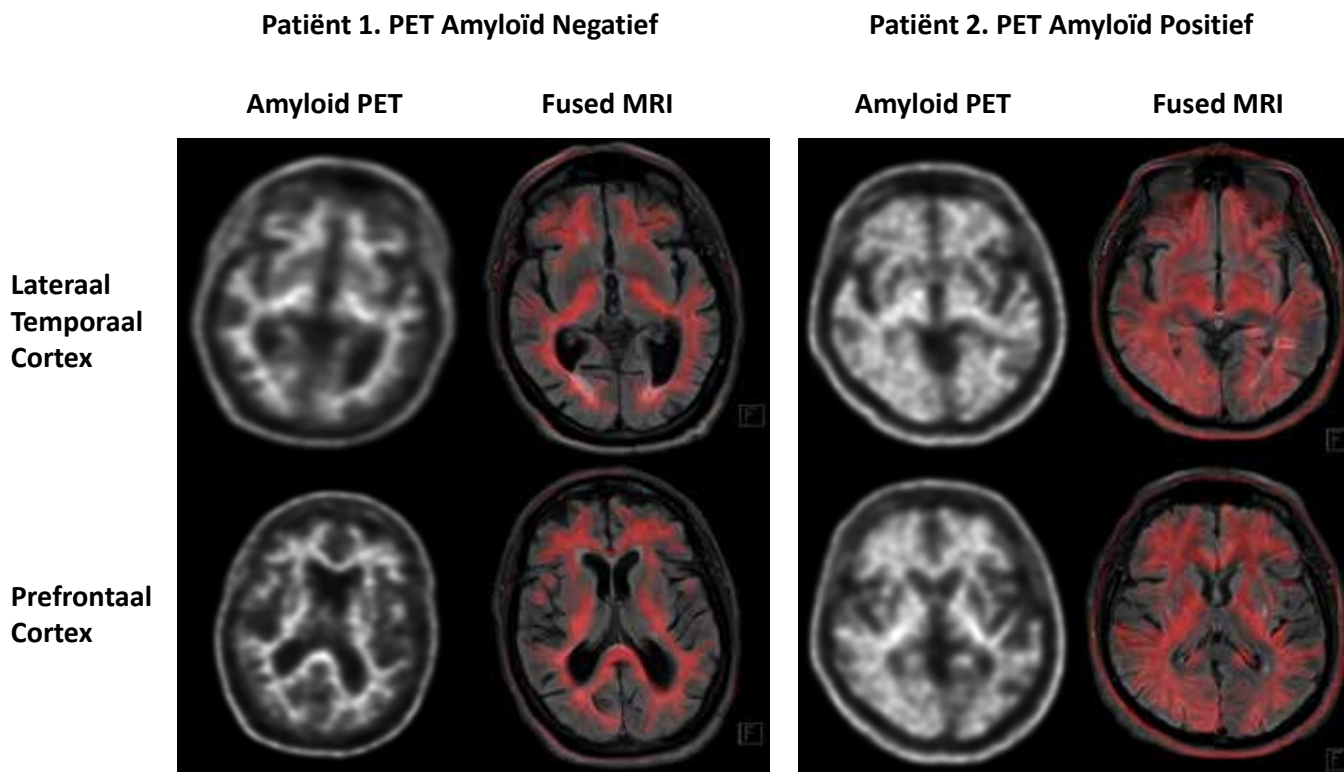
<sup>18</sup>F-florbetaben amyloid-β PET beelden en gefuseerde beelden van <sup>18</sup>F-florbetaben PET activiteit met MRI. Patiënt 1 laat in de lateraal temporaal cortex en prefrontaal cortex een normale verdeling van amyloid zien in de witte stof en afwezige amyloid stapeling in de grijze stof, passend bij een negatieve amyloid-β PET. Patiënt 2 laat in de lateraal temporaal cortex en prefrontaal cortex amyloid-β stapeling zien in zowel de witte als grijze stof, passend bij een positieve amyloid PET scan.
